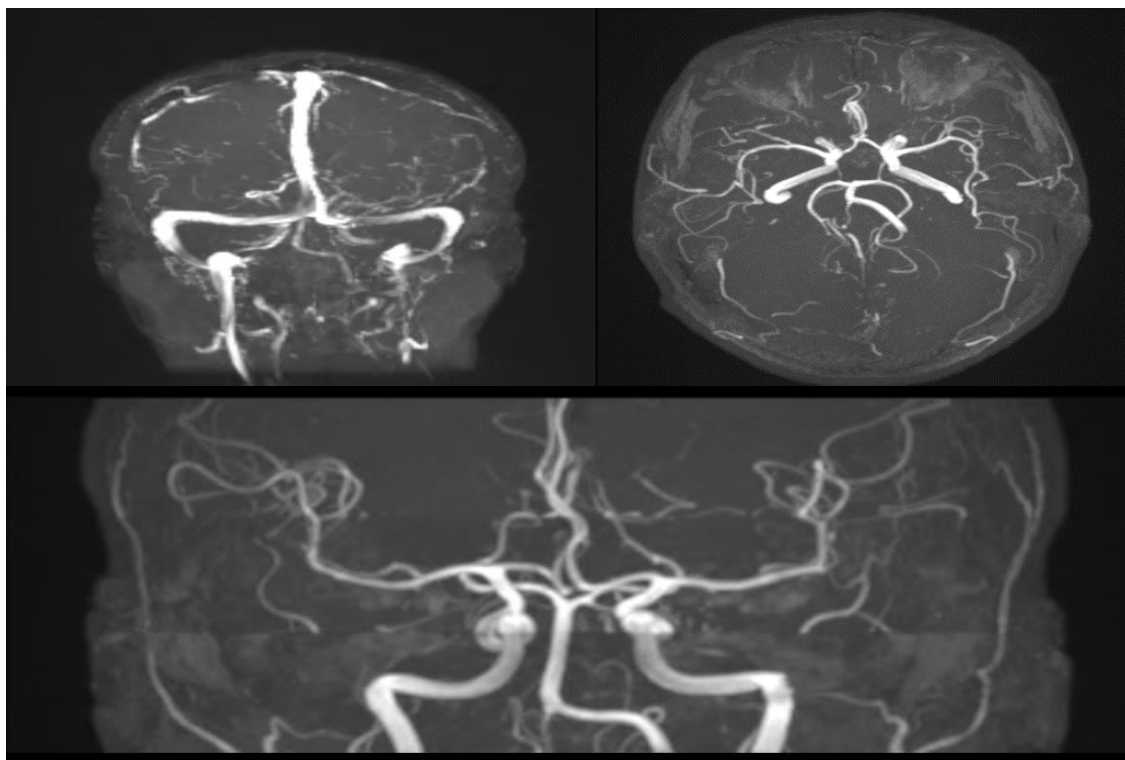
Angio-IRM de contrôle du patient A.M après 2 ans de la radiochirurgie Gamma Knife montrant une régression de la MAV frontale gauche
